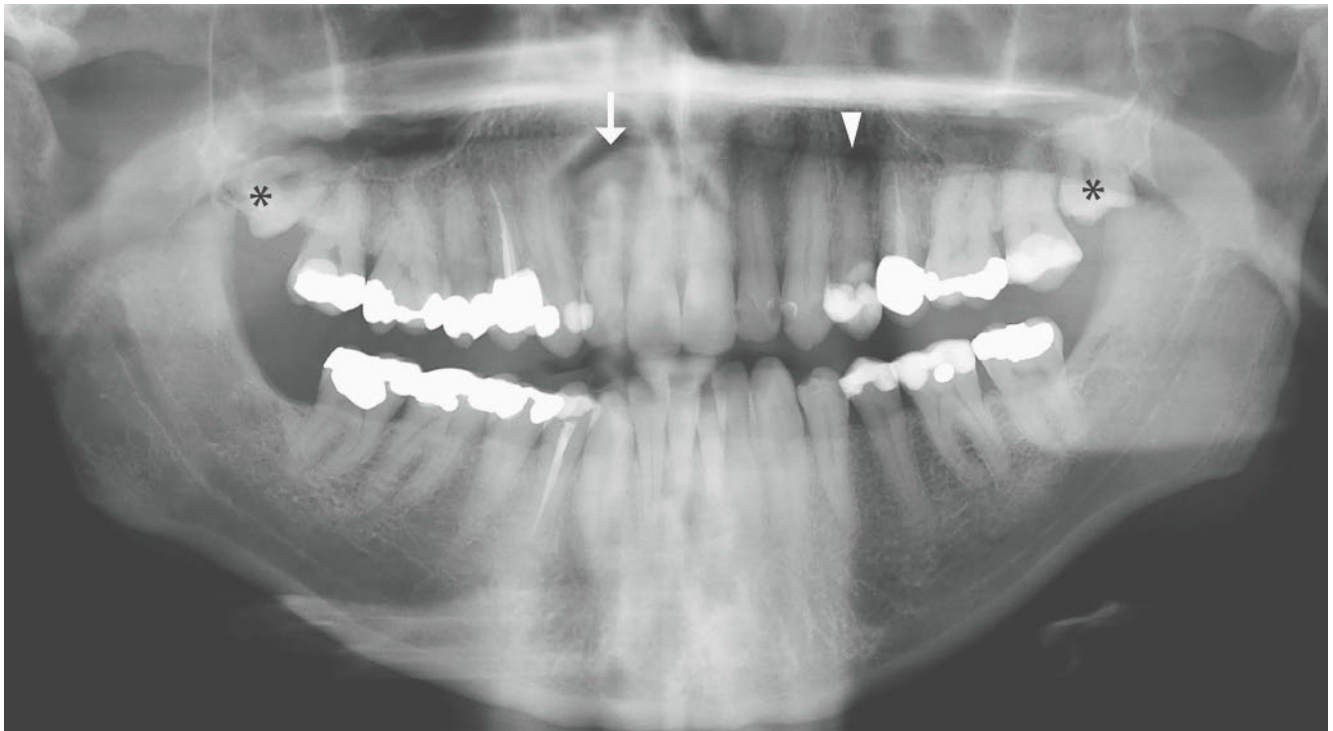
L'orthopantomogramme montre une ostéolyse circulaire apicale assez volumineuse au niveau de la 12 (flèche blanche), une petite ostéolyse périapicale dans la région 24 (pointe de flèche blanche) et des dents de sagesse supérieures incluses (*).
